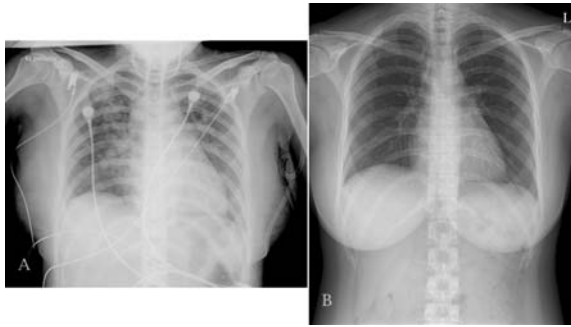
Chest X-ray showed pulmonary edema on onset of stress induced cardiomyopathy(SICM)(A) and it was improved after only diuretics therapy(B).
